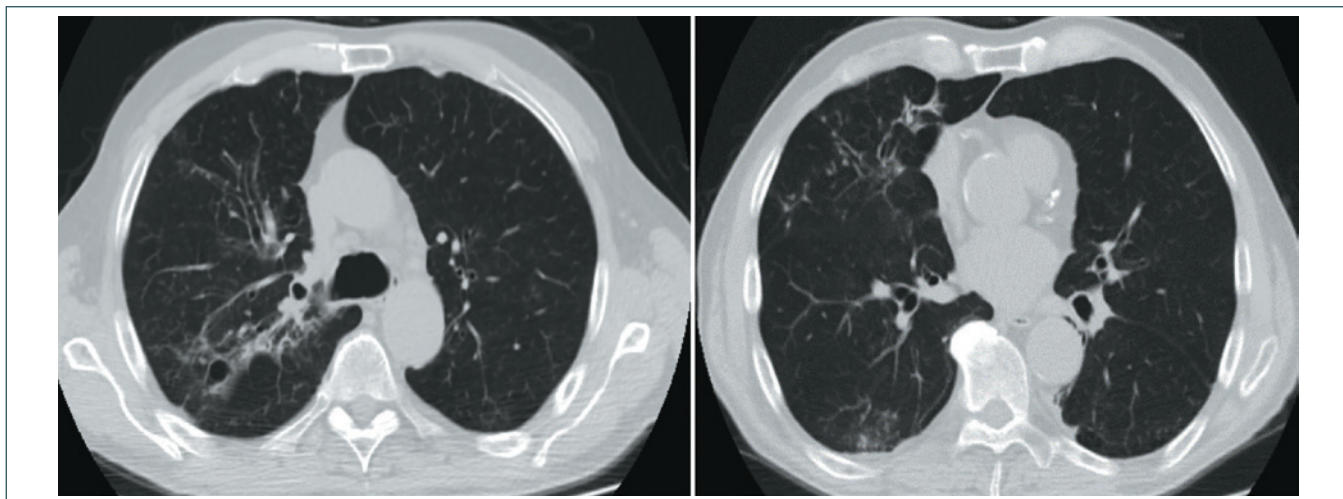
Микобактериоз, вызванный *M. avium complex*, идентифицирован методом посева мокроты у пациента из семейного контакта с сыном, больным туберкулезом с выделением микобактерий туберкулеза. Изменения в легких выявлены при обращении по поводу ушиба грудной клетки. КТ органов грудной клетки: в С₁, С₂, С₃, С₄, С₅ правого легкого и С₆ с обеих сторон на фоне фиброза многочисленные бронхогенные очаги, сливного характера с формированием перибронхиальных лобулярных уплотнений в С₂, С₃ правого легкого. Плевропневмофиброз в нижнебазальных отделах обоих легких. Бронхи в зоне патологических изменений деформированы, просветы расширены, стенки утолщены. Листки плевры неравномерно утолщены. Начата противотуберкулезная терапия. При бронхоскопии специфического поражения бронхов не выявлено, при цитологическом исследовании катетер-биоптата: на фоне бесструктурных слизеподобных масс и элементов клеточного детрита клетки бронхиального эпителия разной степени сохранности, участки воспалительной инфильтрации (в основном нейтрофильной, местами – макрофагальной). В мокроте и бронхиальном смыве ДНК МБТ не обнаружены. Методом посева в мокроте трехкратно обнаружены микобактерии, идентифицированные как *M. avium complex*
